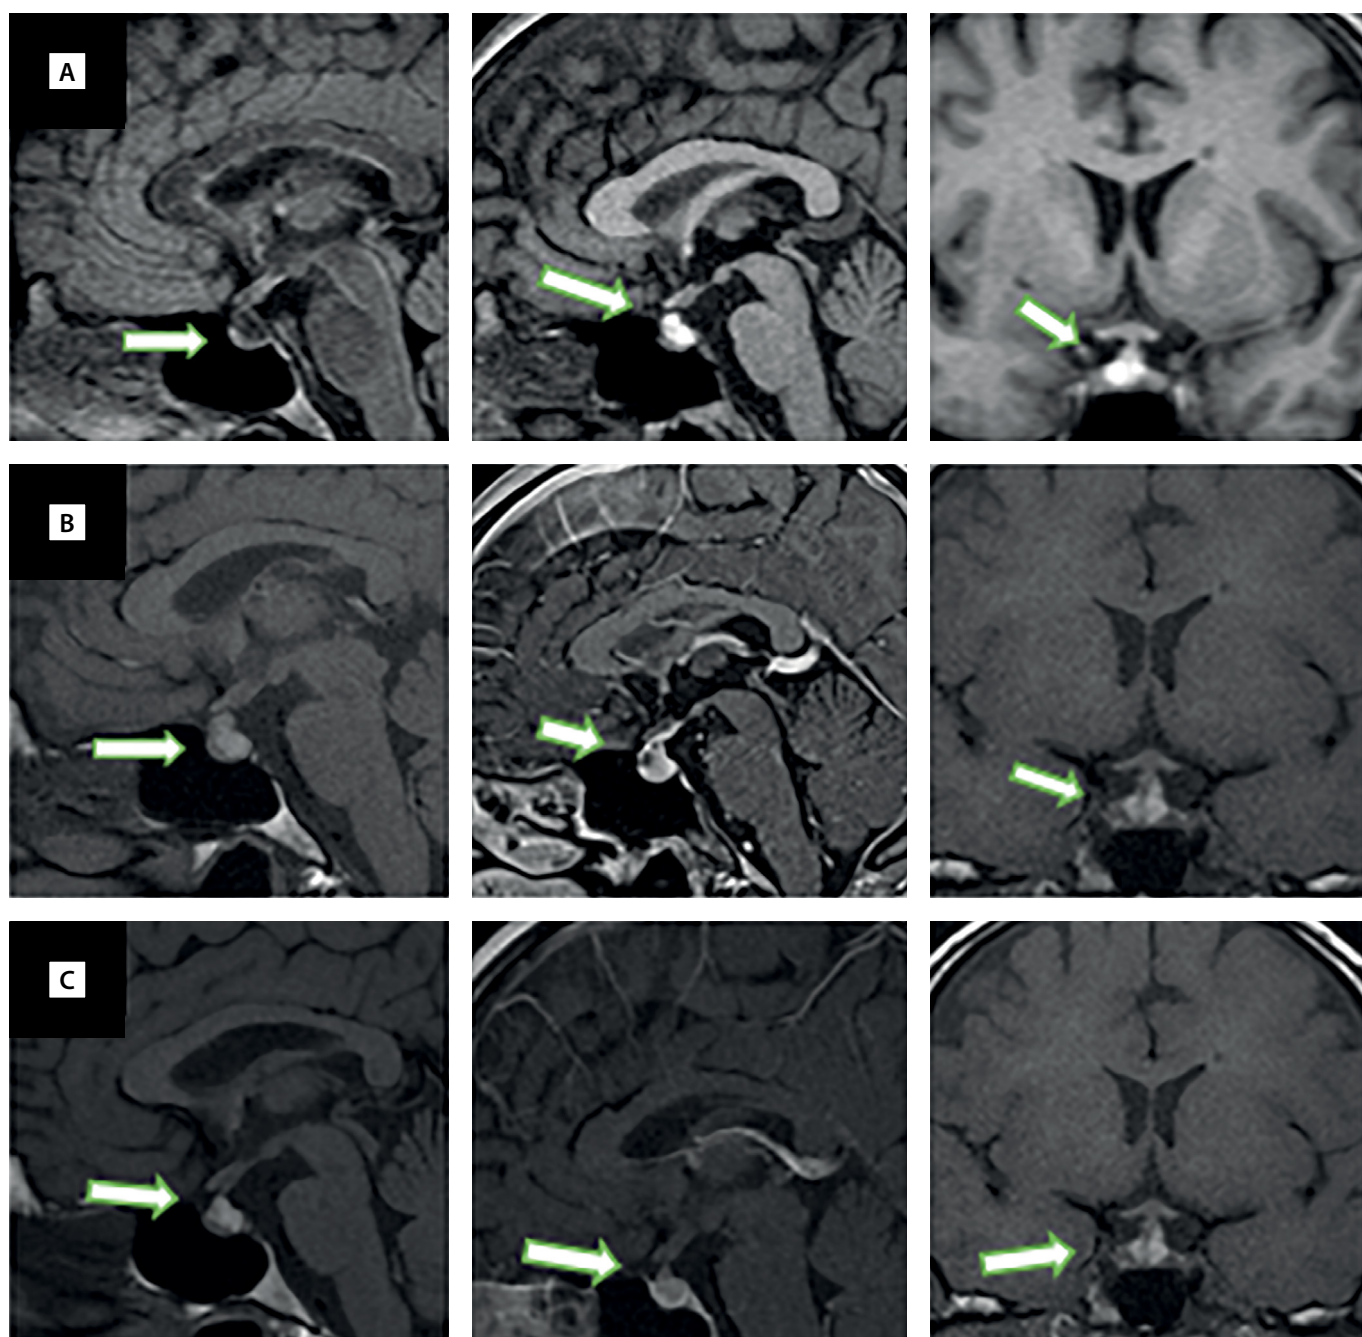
МРТ гипофиза в динамике.
